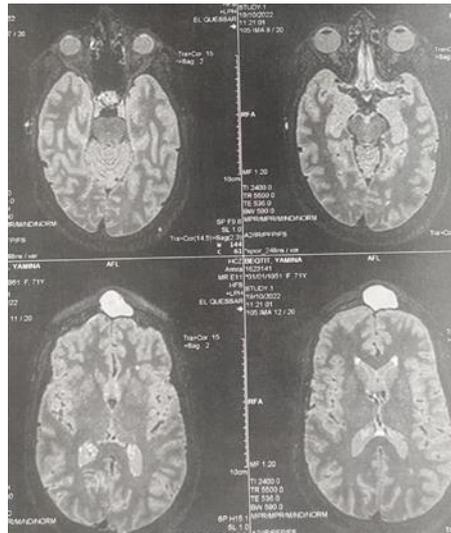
coupes axiales d'IRM en séquence T2 : la mucocèle en hypersignal
